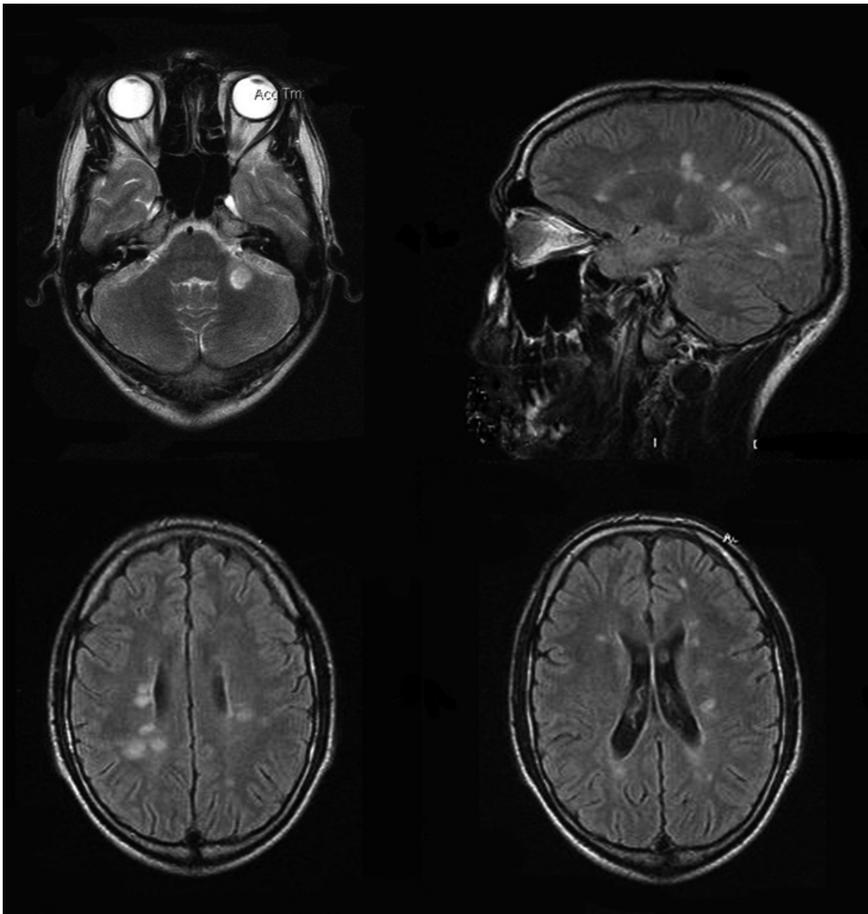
МРТ 2009 г. (1,0Т). Множественные суб- и супратенториальные очаги в белом веществе головного мозга, перивентрикулярно и субэпендимарно с обеих сторон, а также в средних мозжечковых ножках слева, размерами 0,3—1,3 см, высокоинтенсивные по Т2 и изоинтенсивные по Т1, имеющие неправильную продолговатую и округлую форму, с явлениями умеренно выраженного перифокального отека вещества мозга. Длинник очагов, расположенных в перивентрикулярных отделах, направлен перпендикулярно мозолистому телу. Расширение субарахноидального пространства по конвексальной поверхности мозга
